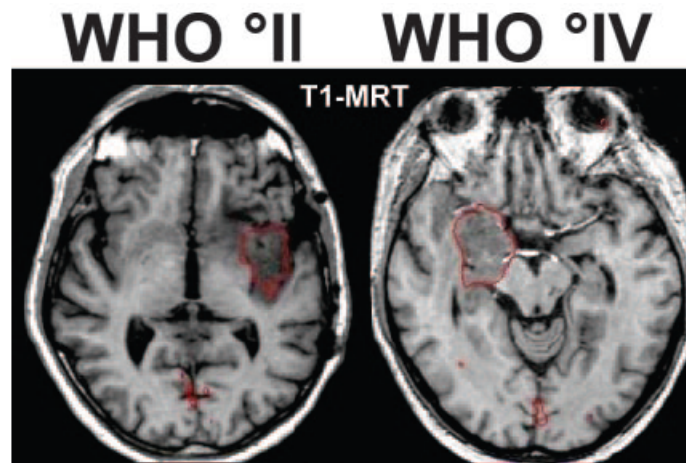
IRM pondérée T1 d'un patient atteint d'un gliome de bas-grade (à gauche) et d'un patient atteint d'un gliome de haut-grade (à droite) [Jacobs et al., 2005].
